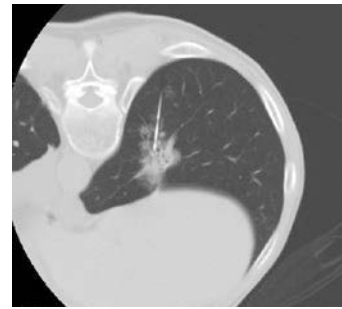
CT image showed CT-guided percutaneous needle biopsy of the right lower lobe nodule.
